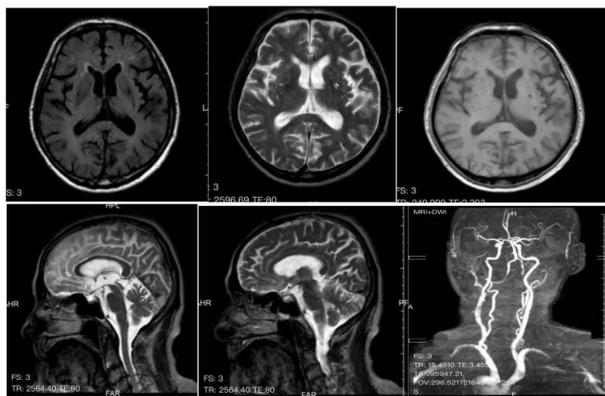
MRI (Magnetic Resonance Imaging) results of the brain
